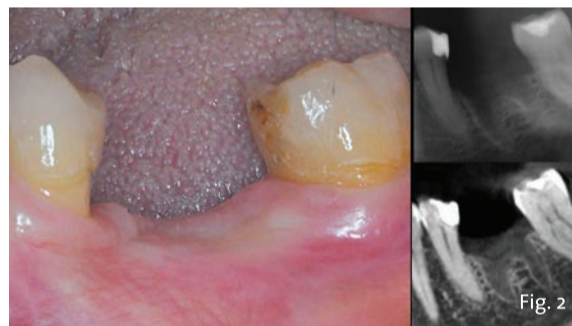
Situazione clinica e radiografica in fase pre-operatoria.
